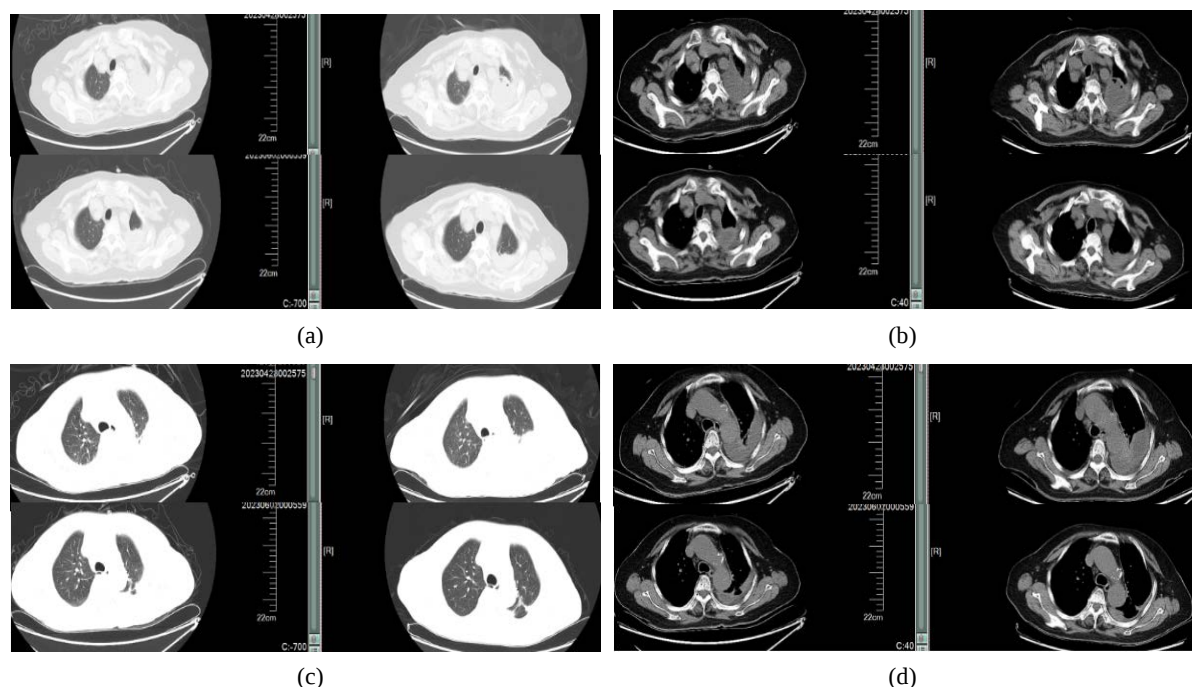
Re-examination of chest and abdominal CT scan + three-dimensional reconstruction on April 28, 2023
